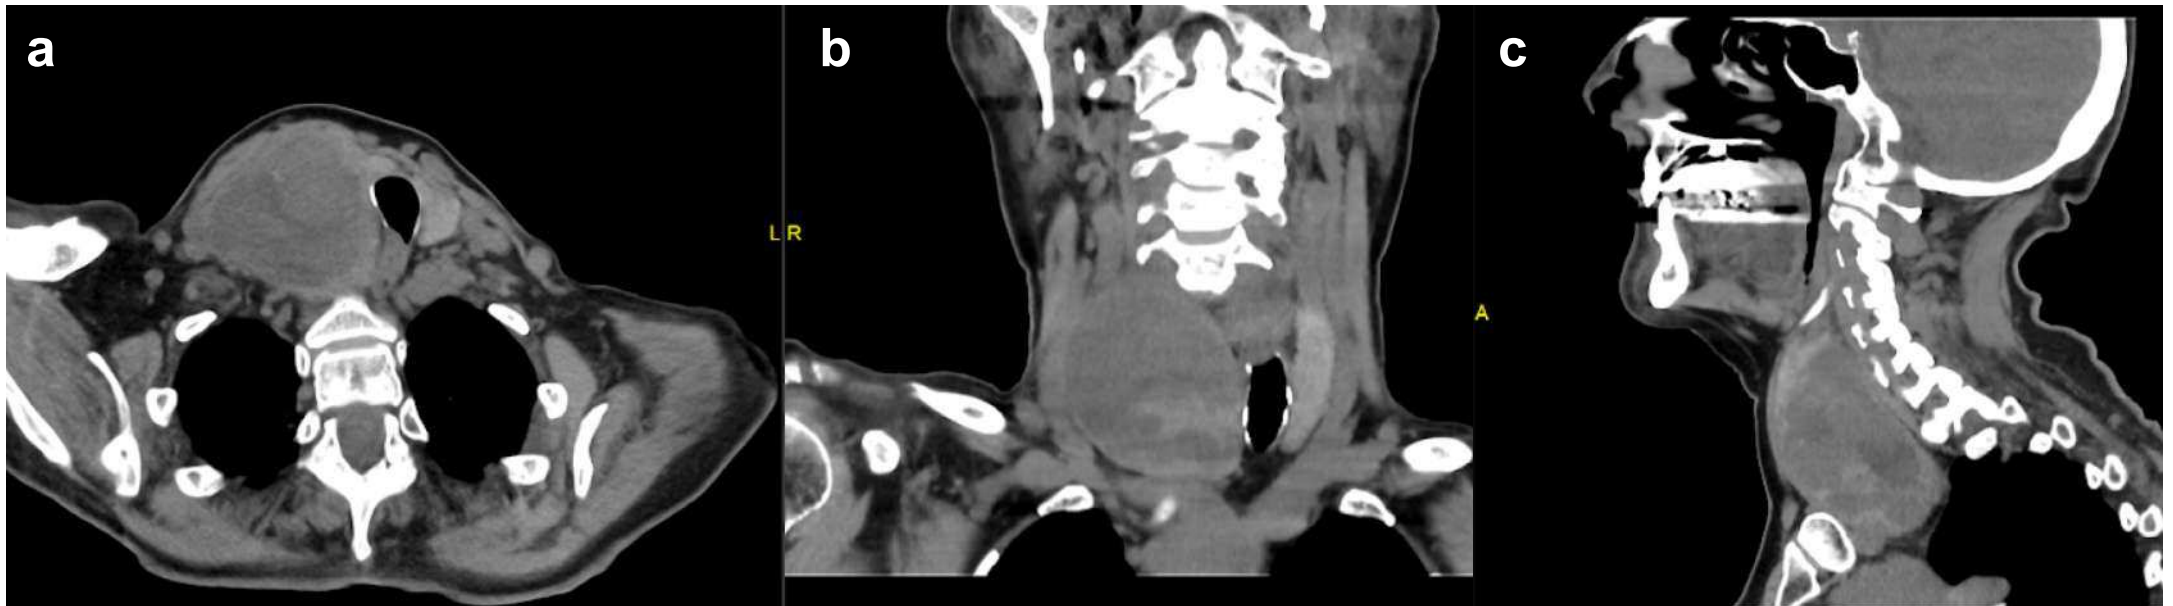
TC cervical planos axial (a), coronal (b) y sagital (c). Masa tiroidea derecha de gran tamaño, bien delimitada, que condiciona efecto masa con desviación significativa de la tráquea sin signos de infiltración de estructuras adyacentes.
